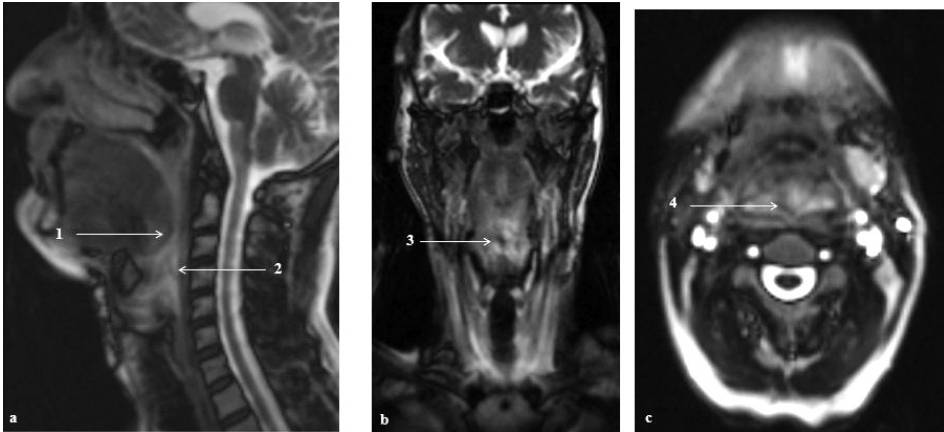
IRM 2, M12 post-opératoires patient N°45 a 1 meilleur recul lingual en coupe sagittale et 2 fermeture du vestibule laryngé (image 95 série 8), b 3, 4 pertuis en coupes coronale (image 9 série 9) et c axiale (image 27 série 11).
